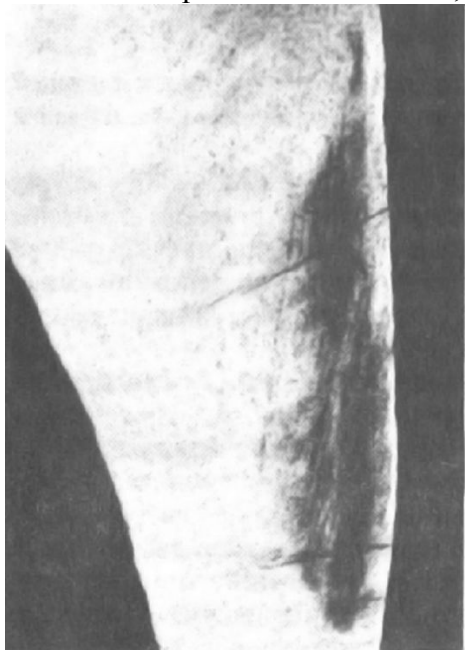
Микрорентгенограмма шлифа эмали. Кариес в стадии белого пятна. Выраженная деминерализация в подповерхностном слое
